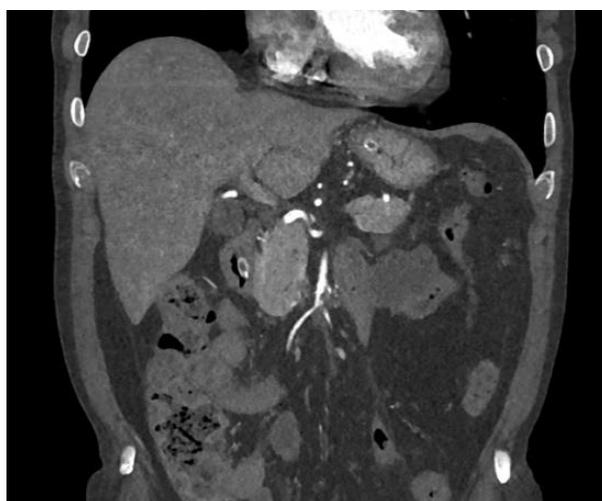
КТ-ангиография. Фронтальный срез
